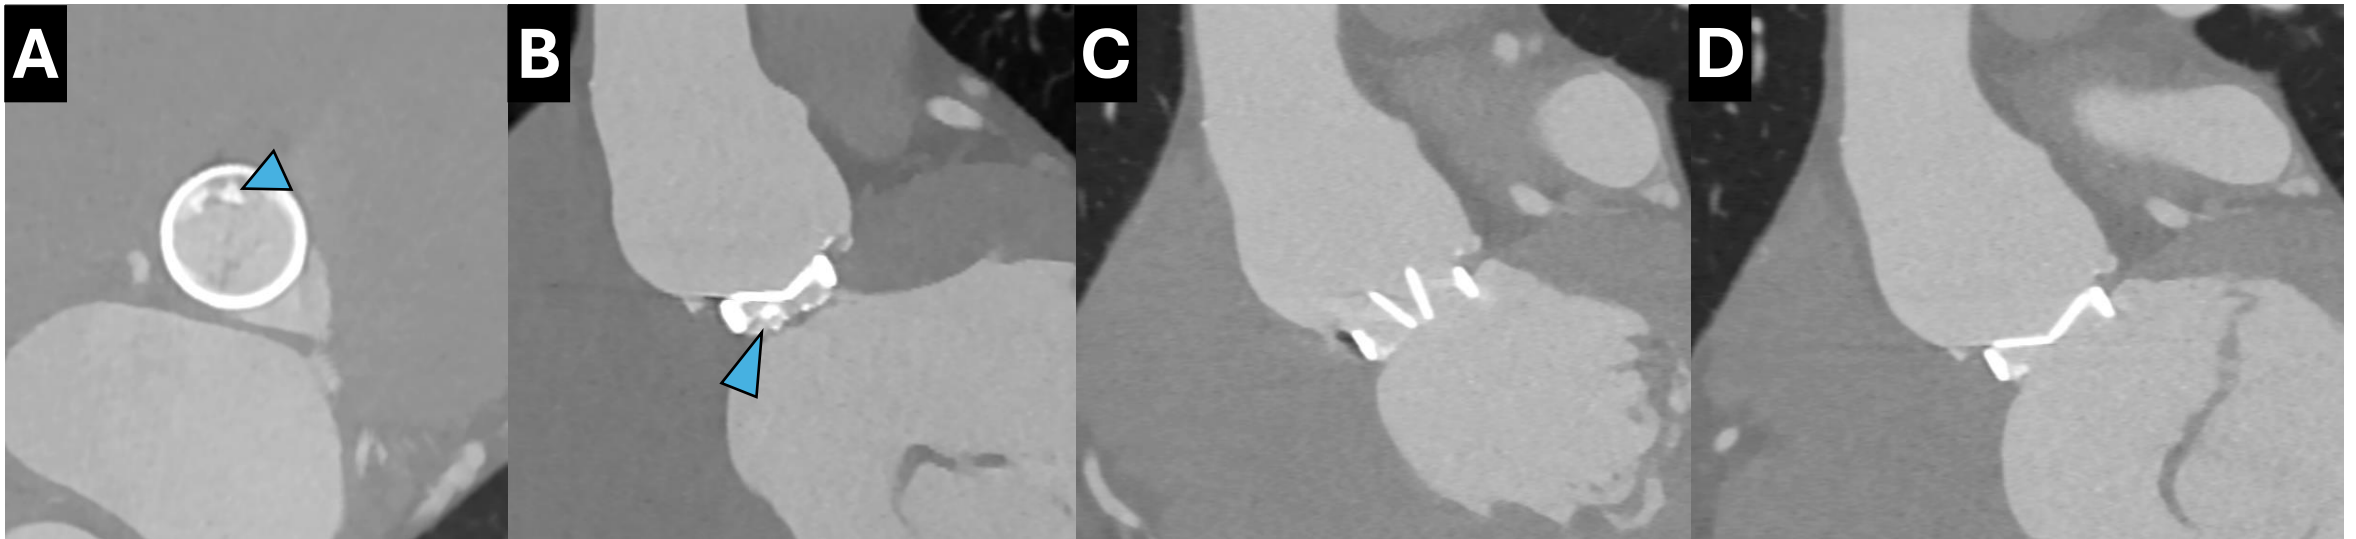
TC de disfunción de prótesis mecánica bidisco On-X en posición tricuspídea (Paciente con anomalía de Ebstein). (A) Fase sistólica: Cierre simétrico de ambos discos (ángulos: 37°/40°). No se identifican hipodensidades perivalvulares. (B) Fase diastólica: Restricción significativa en la apertura de uno de los discos (45° vs 84°). Punto clave: En el contexto de una prótesis mecánica, la alteración de la cinética valvular es diagnóstica de presunción de trombosis, incluso ante la ausencia de visualización directa del trombo por TC.
